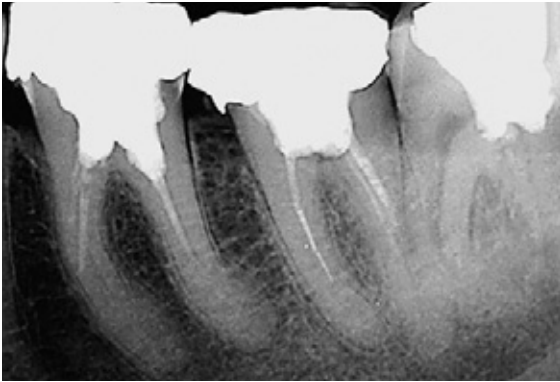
Auf der Röntgenausgangsaufnahme sind unvollständige Wurzelkanalfüllungen an den Zähnen 36 und 37 zu erkennen.
